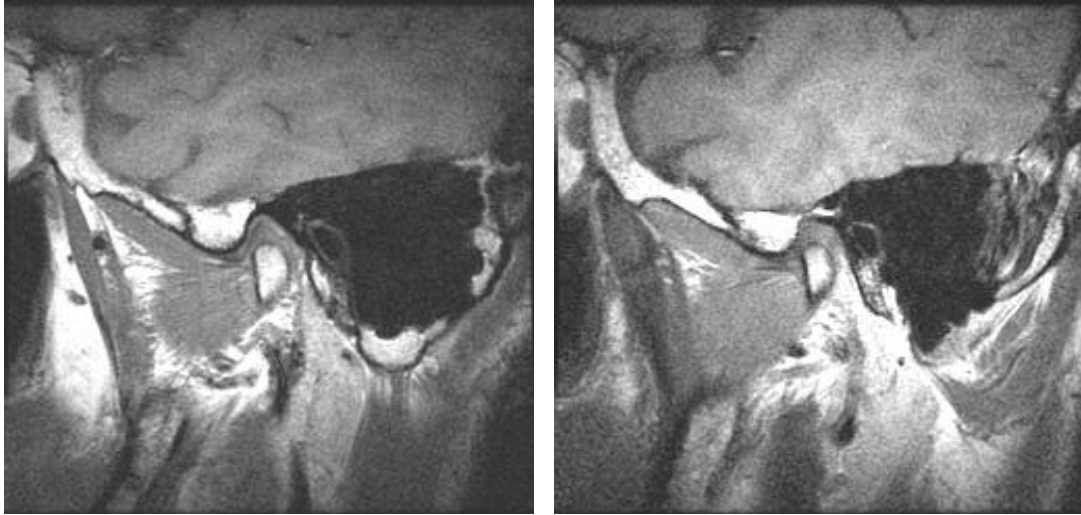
On T1 weighted image of MRI, (a) normal right lateral pterygoid muscle, (b) left lateral pterygoid muscle with iso-signal and left temporal muscle with low signal
